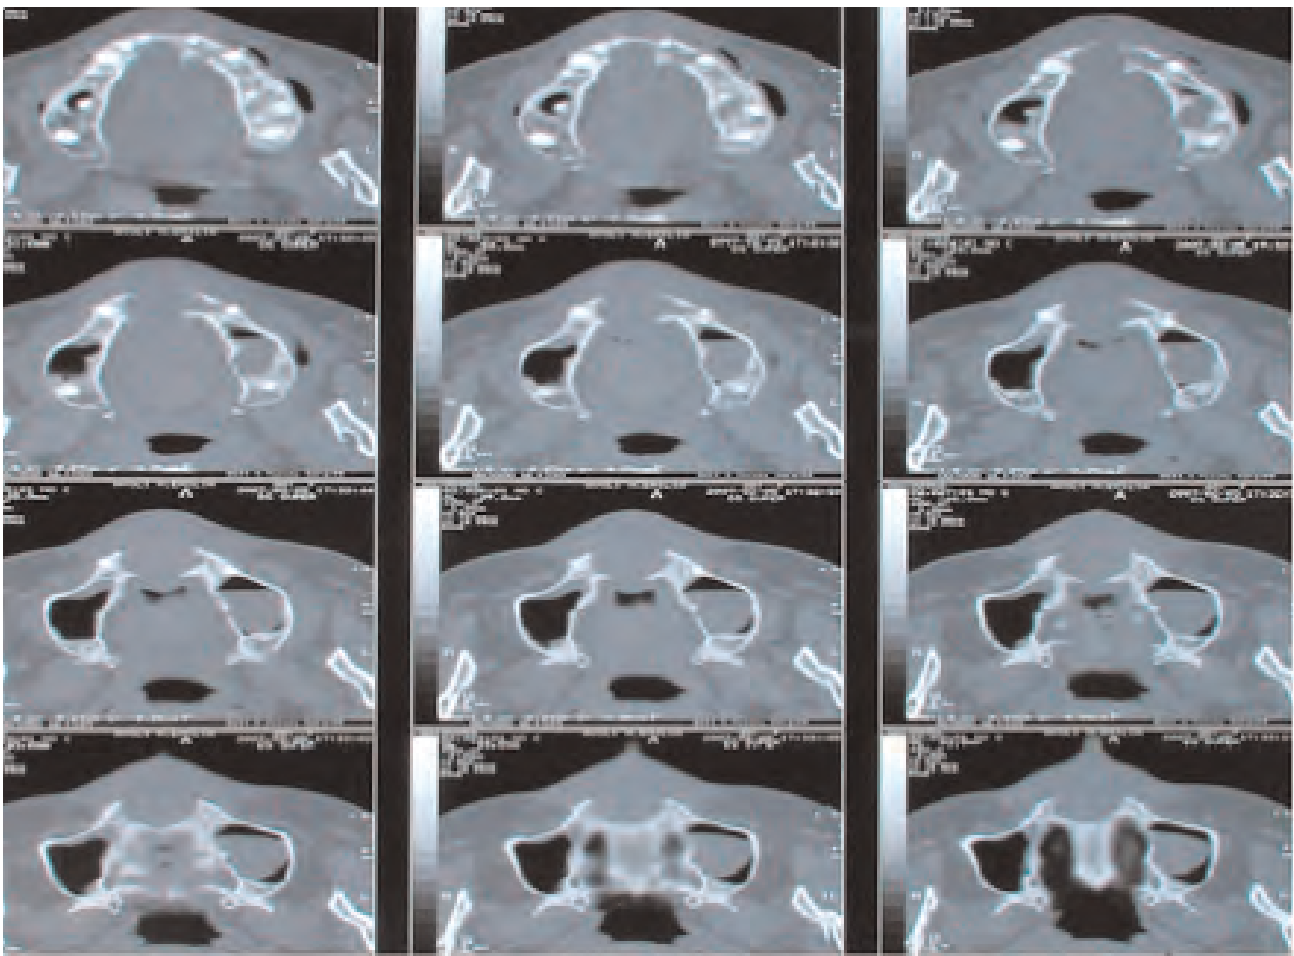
TC Dentascan pre-operatorie: Sezioni assiali: rapporti con il pavimento delle fosse nasali
